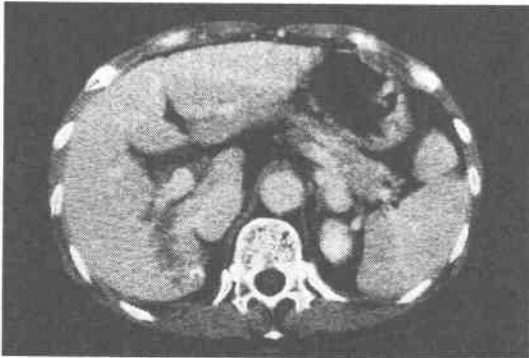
CT scan of the abdomen shows irregular low density area in the posterior segment of the liver.
